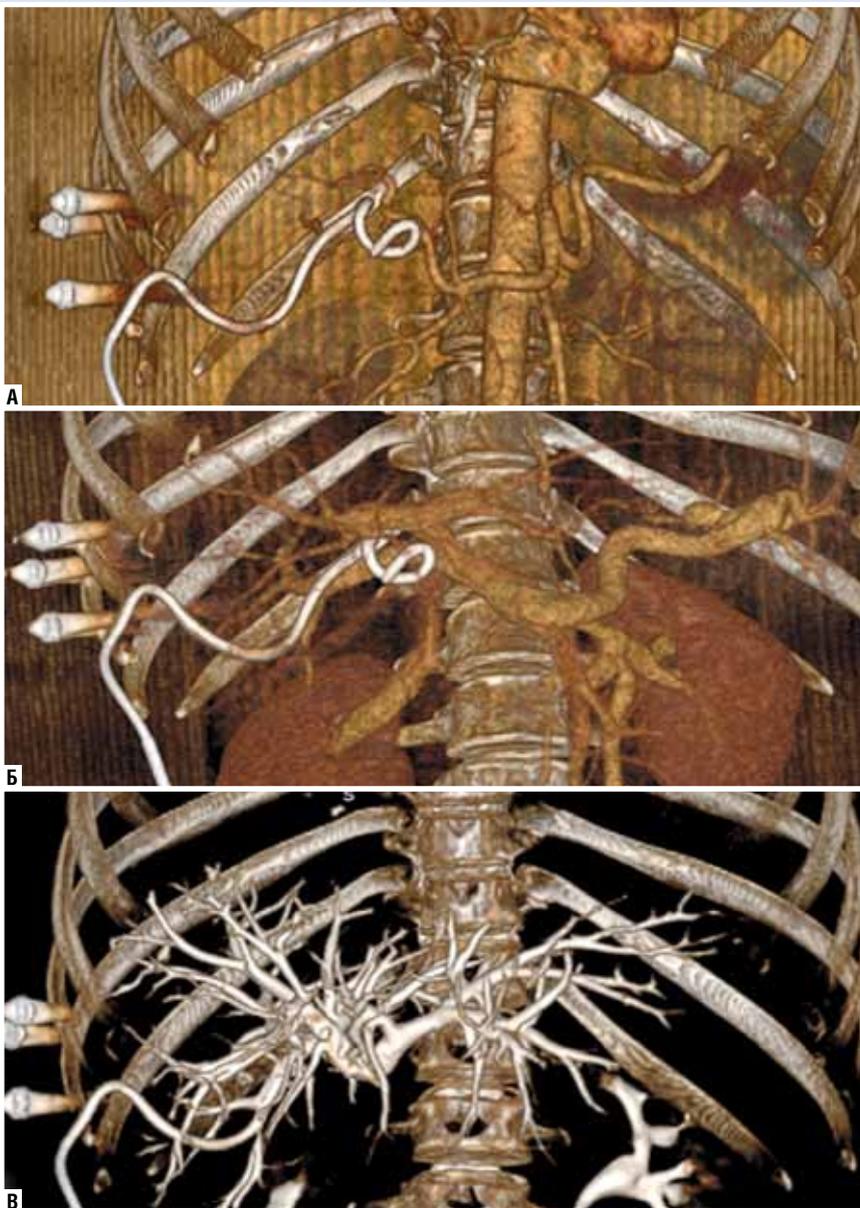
Чрездренажная МСКТ-холангиография: А — артериальная фаза, Б — венозная фаза, В — отсеченная фаза.
